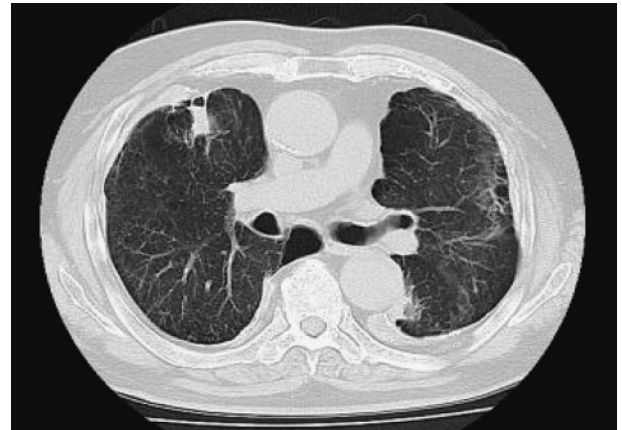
初診時の胸部CT写真 右円形無気肺と左crow's feet signを認める。
